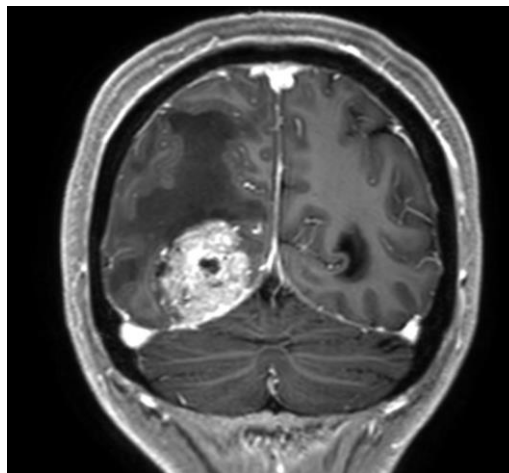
RMN cerebral amb presència d'una lesió metastàtica.
